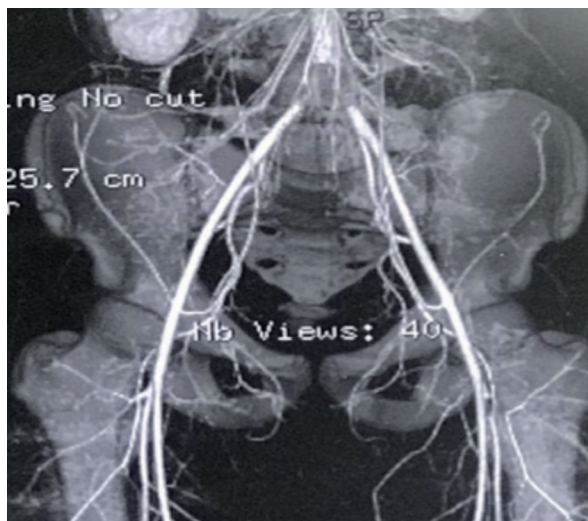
En Angio-TAC se observa stop circulatorio por oclusión arterial al final de la aorta e inicio de ambas femorales.
